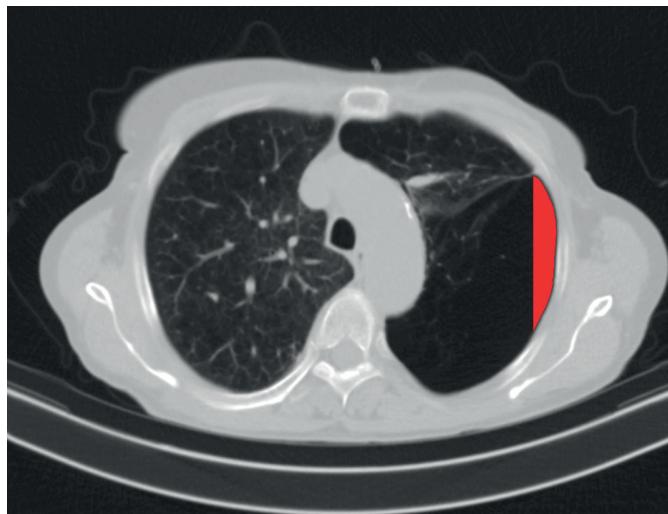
CT hrudníku – řez v úrovni horních laloků ukazuje bilaterální postižení plicního parenchymu emfyzémem. Vlevé plíci je patrné vymizení struktur plicního parenchymu postihující 1/3 plicní plochy
